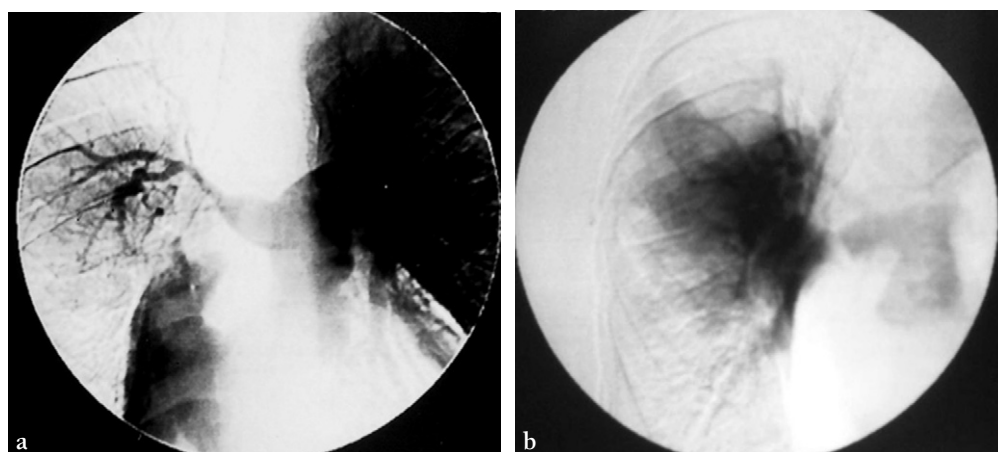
Maladie de Takayasu de type IV. Sur la radiographie standard, le hile droit était petit et une redistribution vasculaire vers la gauche était constatée.
